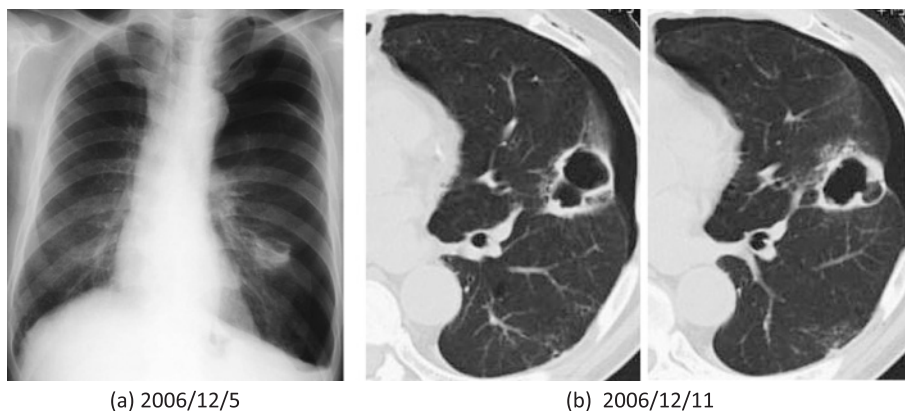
(a) Chest radiograph showing pneumothorax and consolidation in the left lower lung field. (b) Chest CT film showing pneumothorax that was assumed to be caused by rupture of the thin-walled cavity.
